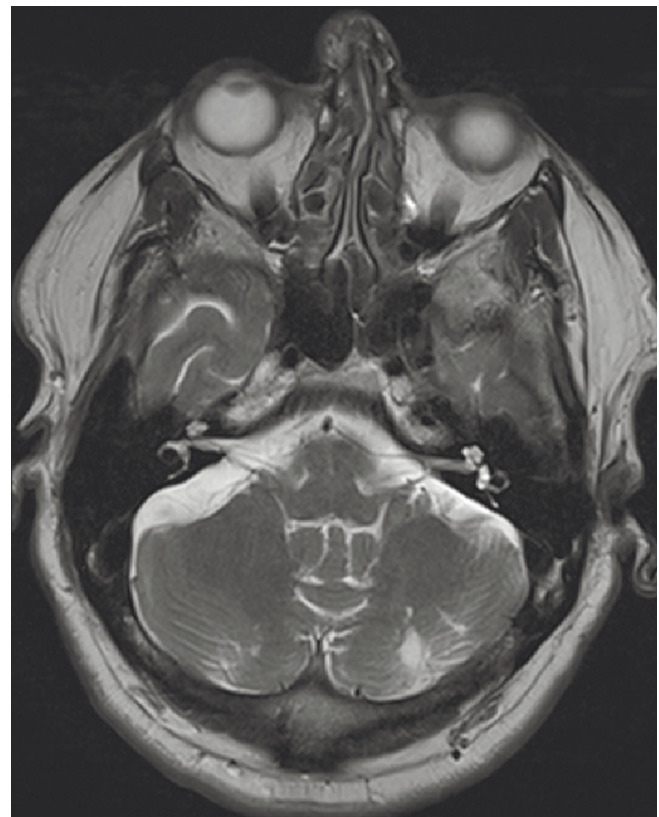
МР-томограмма на уровне внутренних слуховых проходов (ВСП). Видна петля передней нижней мозжечковой артерии у левого ВСП. Наблюдается искривление носовой перегородки влево
